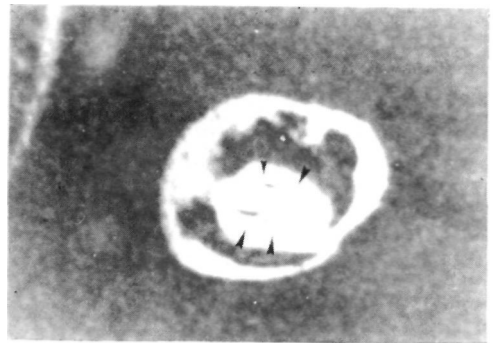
TAC Codo izquierdo sin administración de contraste yodado. Corte transversal.
